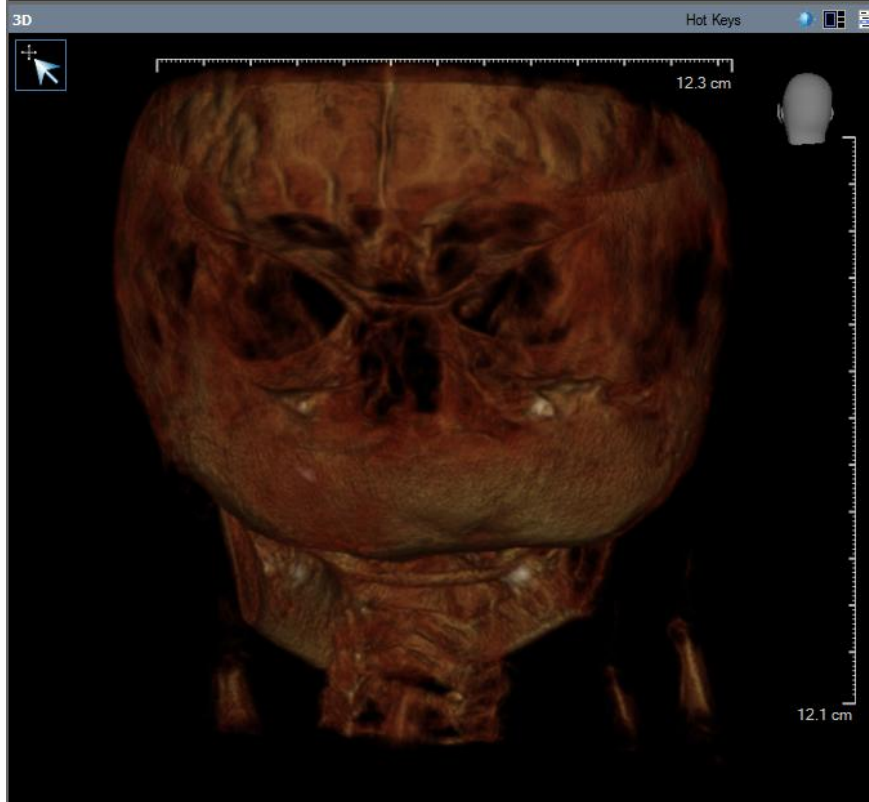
Tomografía en tercera dimensión por CONE BEAM vista occipital se aprecia asimetría esquelética.<sup>15</sup>
